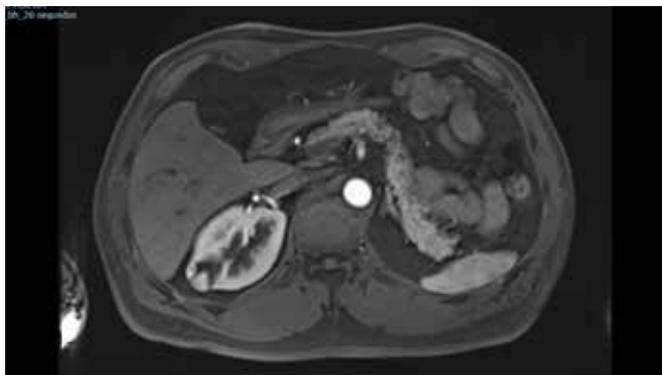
Uroresonancia (Uro-RM) corte axial, secuencia T1, a los 20 segundos.
